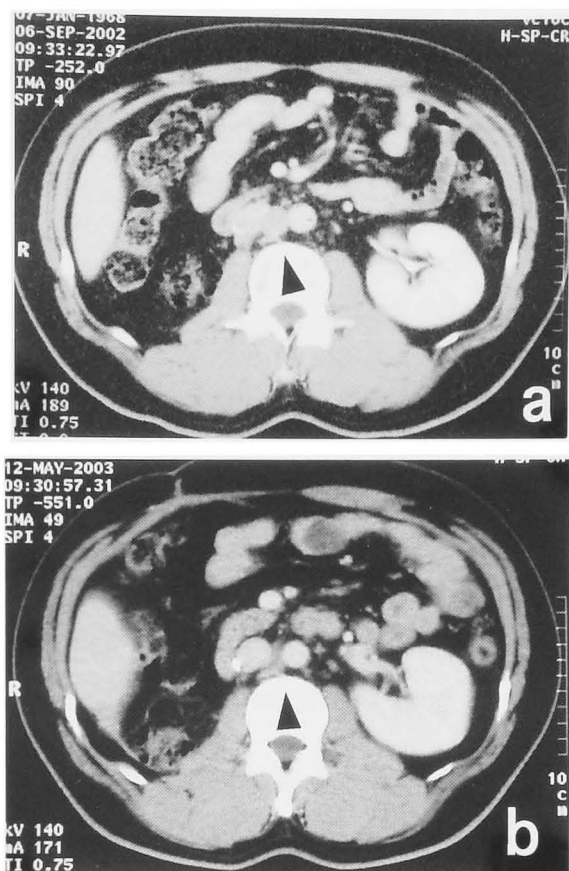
Abdominal CT of case 1 before (Fig. 1a) and after (Fig. 1b) 3 courses of the immunochemotherapy. Marked reduction of lymph node metastases was observed (arrow heads).
